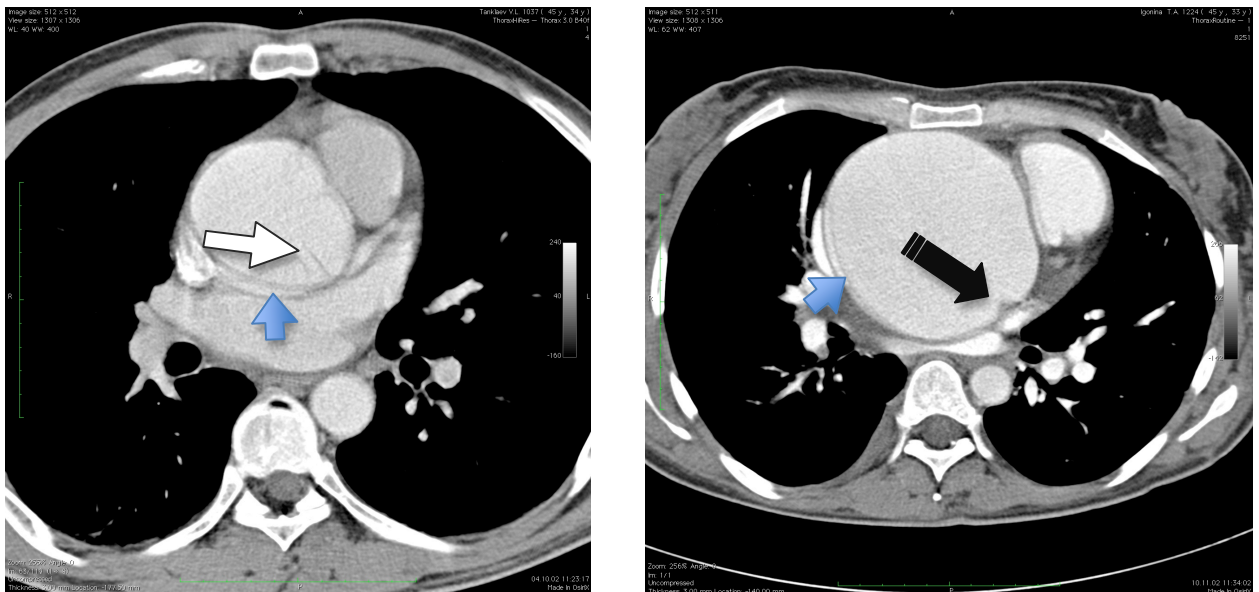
МСКТ без ЭКГ синхронизации: мелкие стрелки демонстрируют наличие пульсовой деформации стенки аорты.
